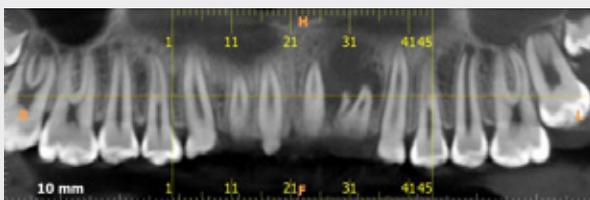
TOMOGRAFÍA AXIAL COMPUTARIZADA, CORTE CORONAL, SE OBSERVA LA ANATOMÍA COMPLEJA DE LA PIEZA 2:2
